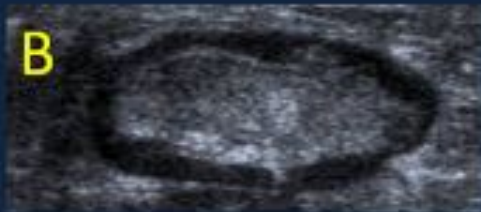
Paciente de 43 años con bultoma en axila derecha. En la ecografía se observan ganglios patológicos aumentados de tamaño, algunos de los cuales presentan áreas de necrosis en su interior (A, B y C). Se realizó PAAF, obteniendo en el líquido PCR positiva para *Francisella tularensis*. En la mamografía se identifican los ganglios (D), sin alteraciones en la mama.
